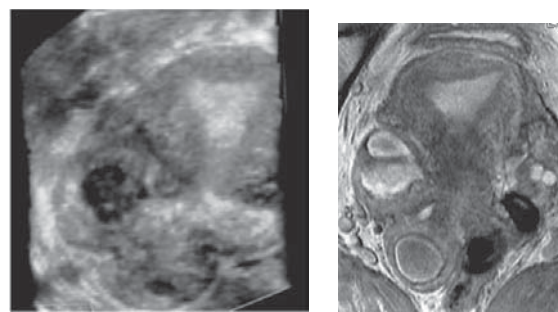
а – 3D эхография. Режим многоплановой реконструкции. Фронтальный срез матки. Аномалия развития матки. б – МРТ. Аномалия развития матки.
